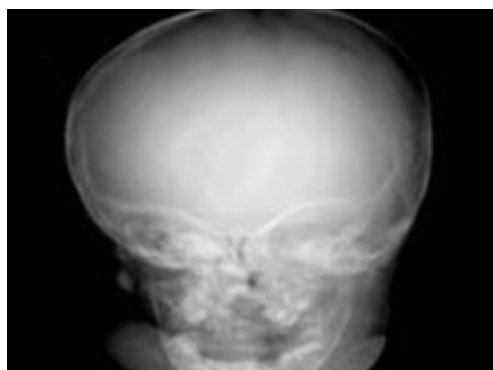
Radiografía de cráneo y tórax. Abombamiento frontal y agenesia bilateral de clavículas.
